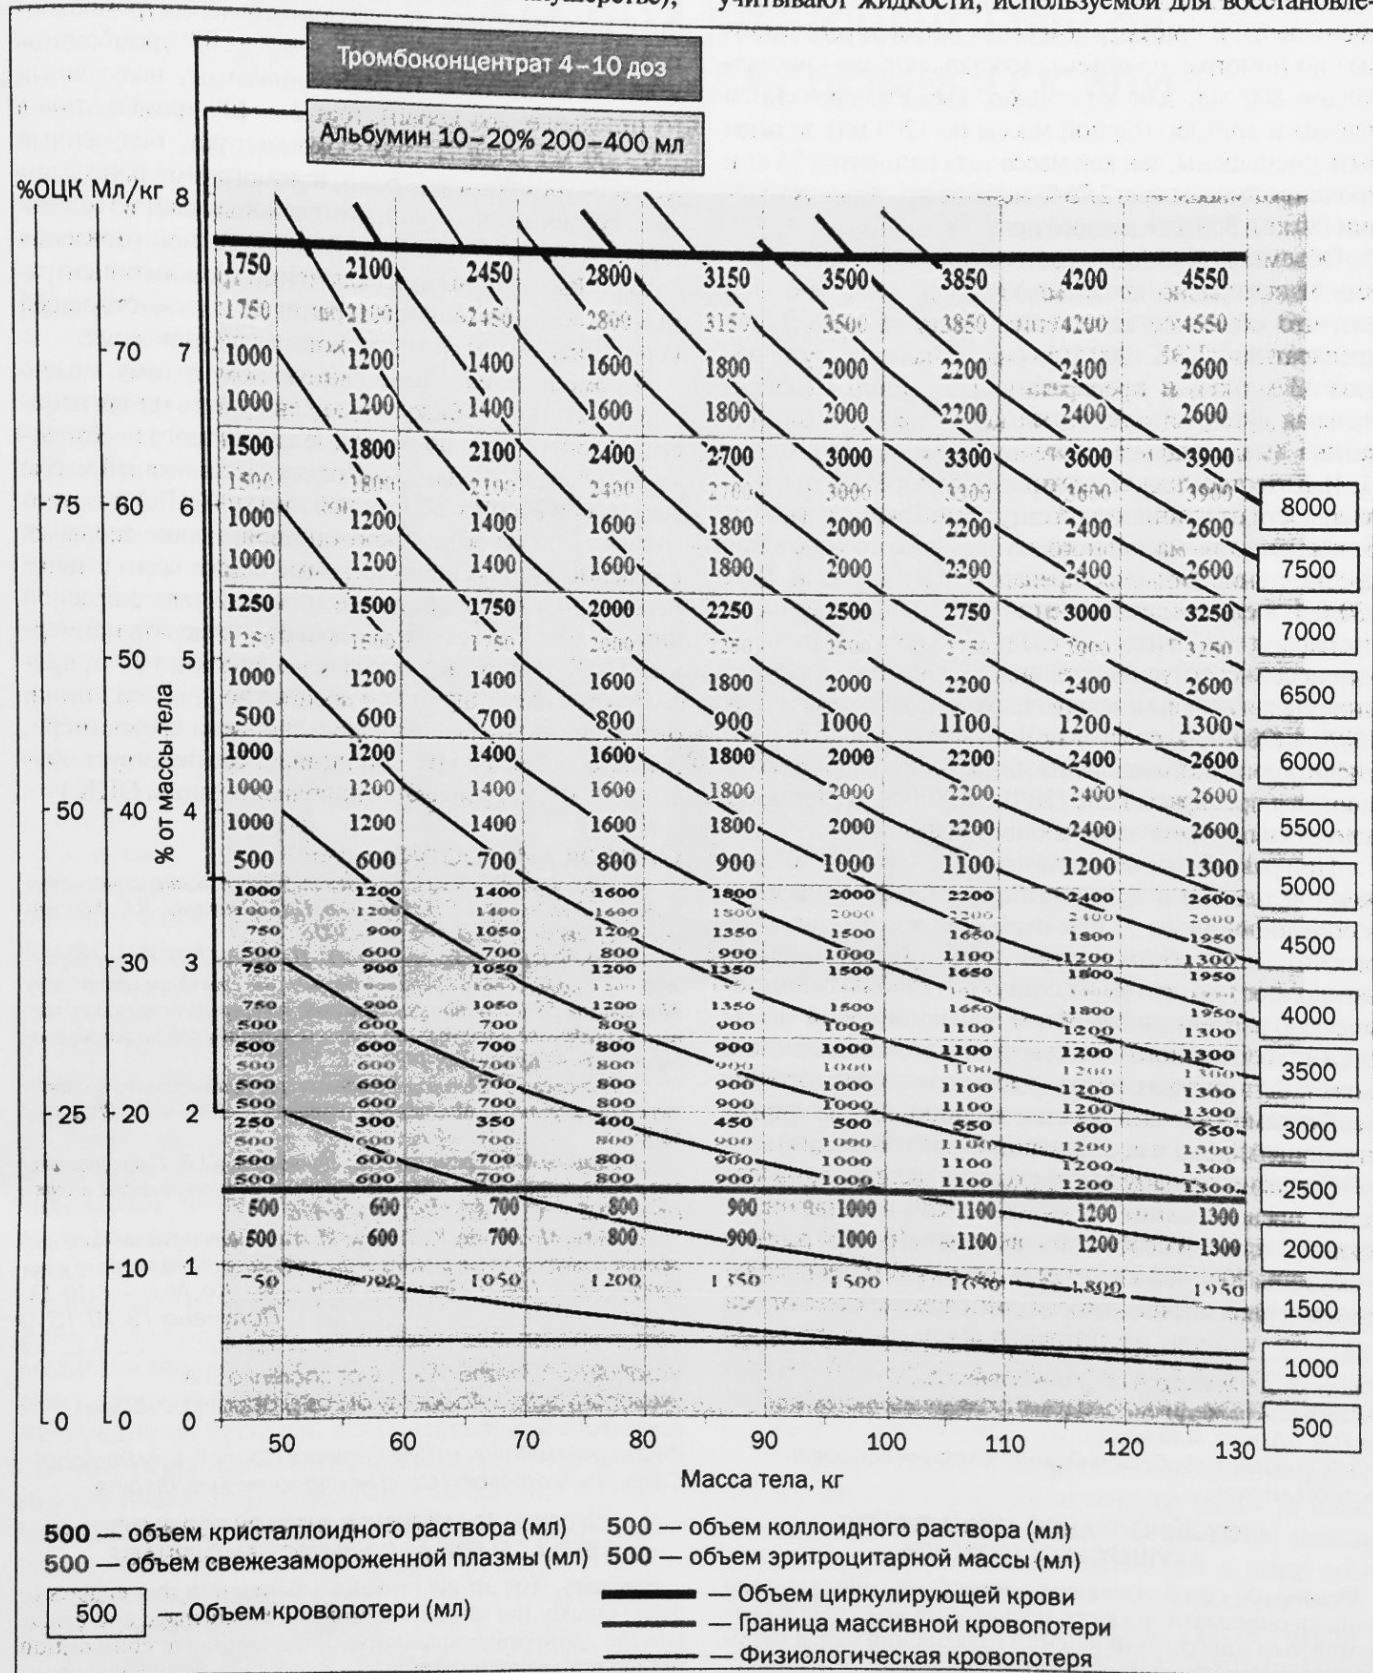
Номограмма для приблизительного расчета количественного и качественного состава инфузионной терапии акушерских кровотечений
